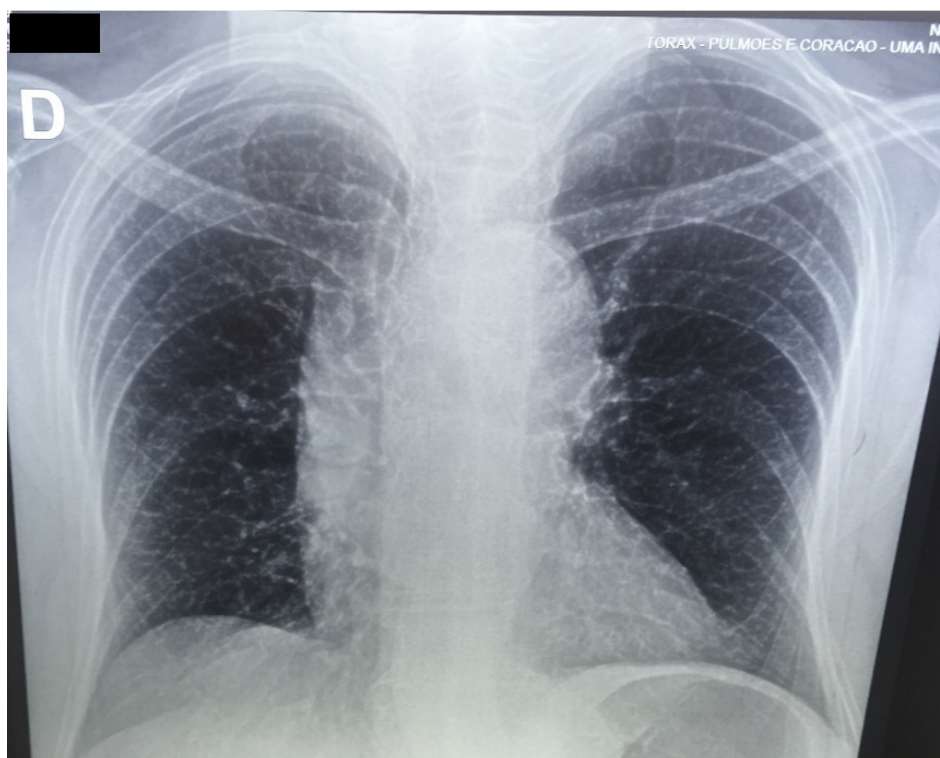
Radiografia de tórax PA em pé. Admissão ECCI
